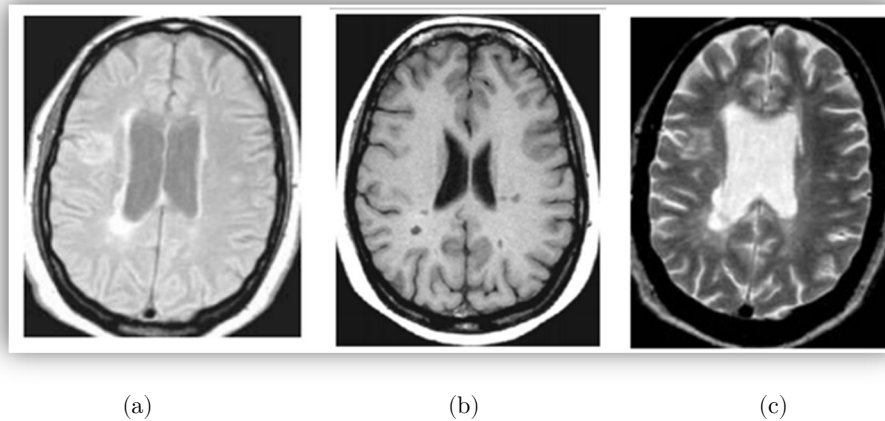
Imágenes de RMN potenciadas en: (a) densidad, (b) T1 y (c) T2.
